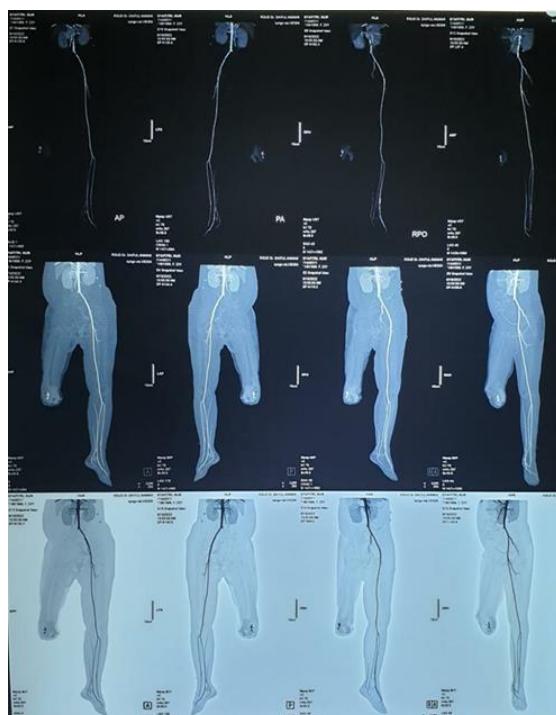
CT Angiografi setelah dilakukan thrombektomi yang pertama
